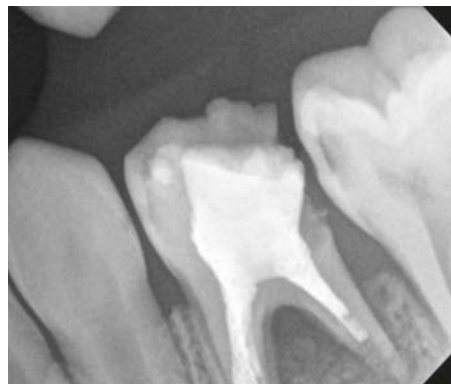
Radiografía del molar 74 antes del tratamiento de radiofrecuencia.
